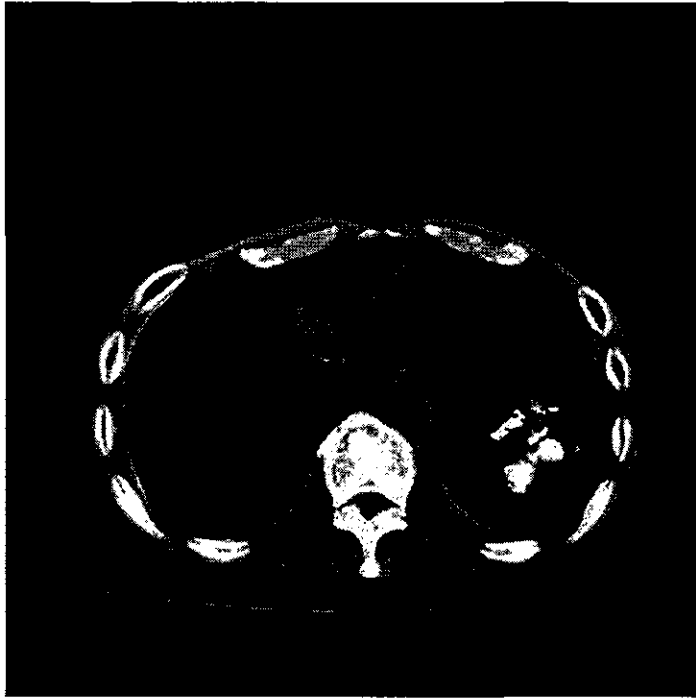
びまん性胸膜肥厚時の胸部 CT 像（縦隔条件）
